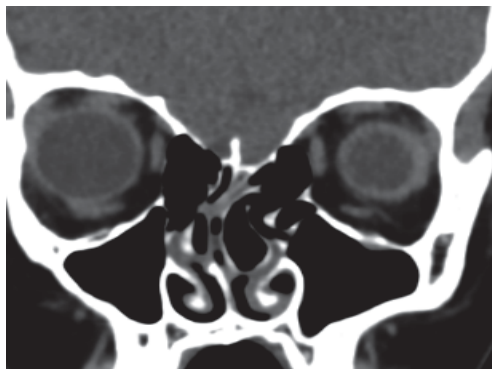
Рентгенологические особенности со стороны головного мозга у пациентов с врожденными и приобретенными энцефалоцеле: А,Б,В - КТ головного мозга, 3D реконструкция: А – смещение спинки вправо носа при врожденном энцефалоцеле; Б - дефект свода черепа, орбиты и костей носа; В – расщелина твердого неба; - МРТ головного мозга, сагиттальная проекция, T2 взвешенное изображение – дисгенезия мозолистого тела; Д – КТ головного мозга, фронтальная проекция – пневмоцефалия; Е - МРТ головного мозга, аксиальная проекция, T2 взвешенное изображение – ликворная киста в лобной области справа, Ж - КТ головного мозга, аксиальная проекция, увеличение желудочков, З – МРТ головного мозга, T2 взвешенное изображение, аксиальная проекция - асимметрия желудочков, И — КТЦГ, аксиальная проекция асимметрия желудочков
